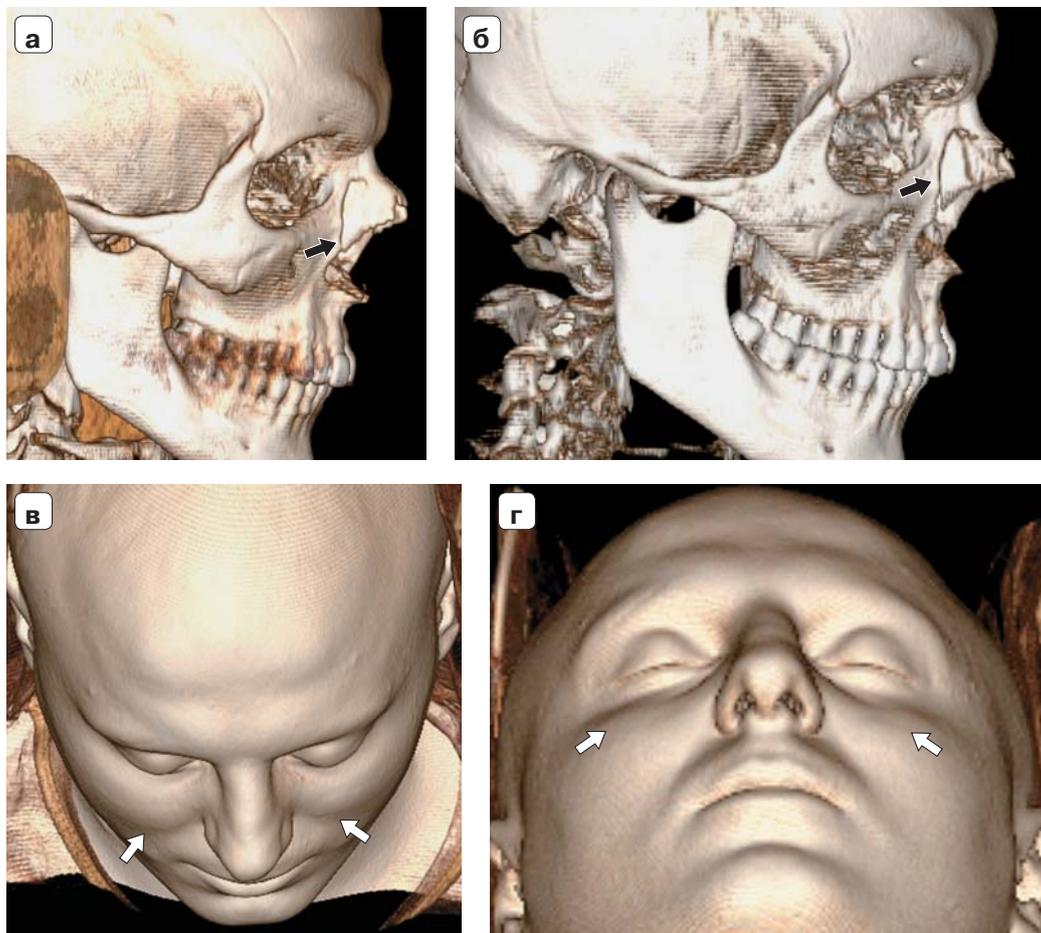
КТ с 3D-реконструкцией черепа (а, б). КТ с 3D-реконструкцией мягких тканей лица (в, г). Определяются переломы носовых костей в нескольких местах (а, б – черные стрелки). Отсутствуют реакции мягких тканей, непосредственно прилегающих к местам переломов (в, г – белые стрелки).
